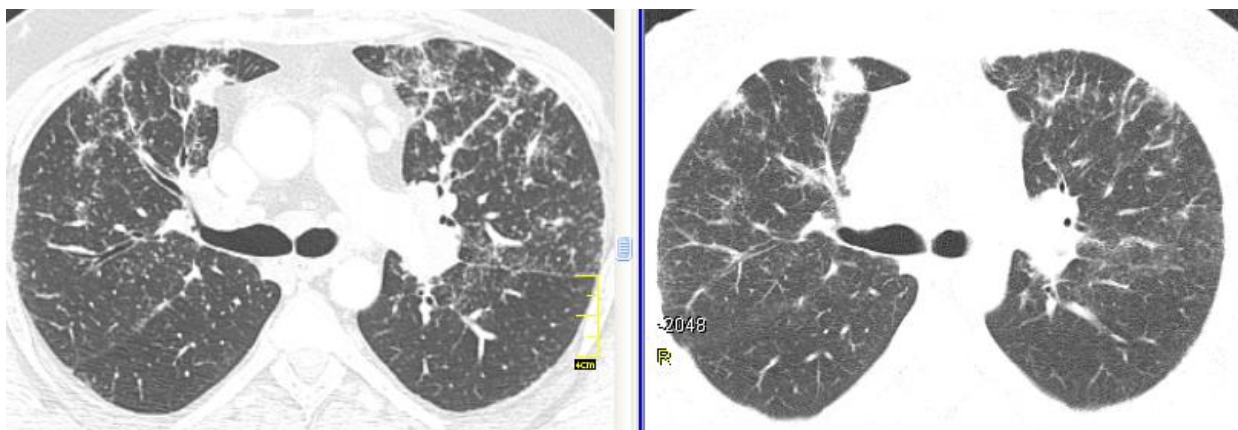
КТ хворого Л., саркоїдоз органів дихання II стадії; зліва – до лікування, справа – через 3 міс. терапії метотрексатом: зменшення дрібновузликової дисемінації і ретикулярних змін у паренхімі легенів
